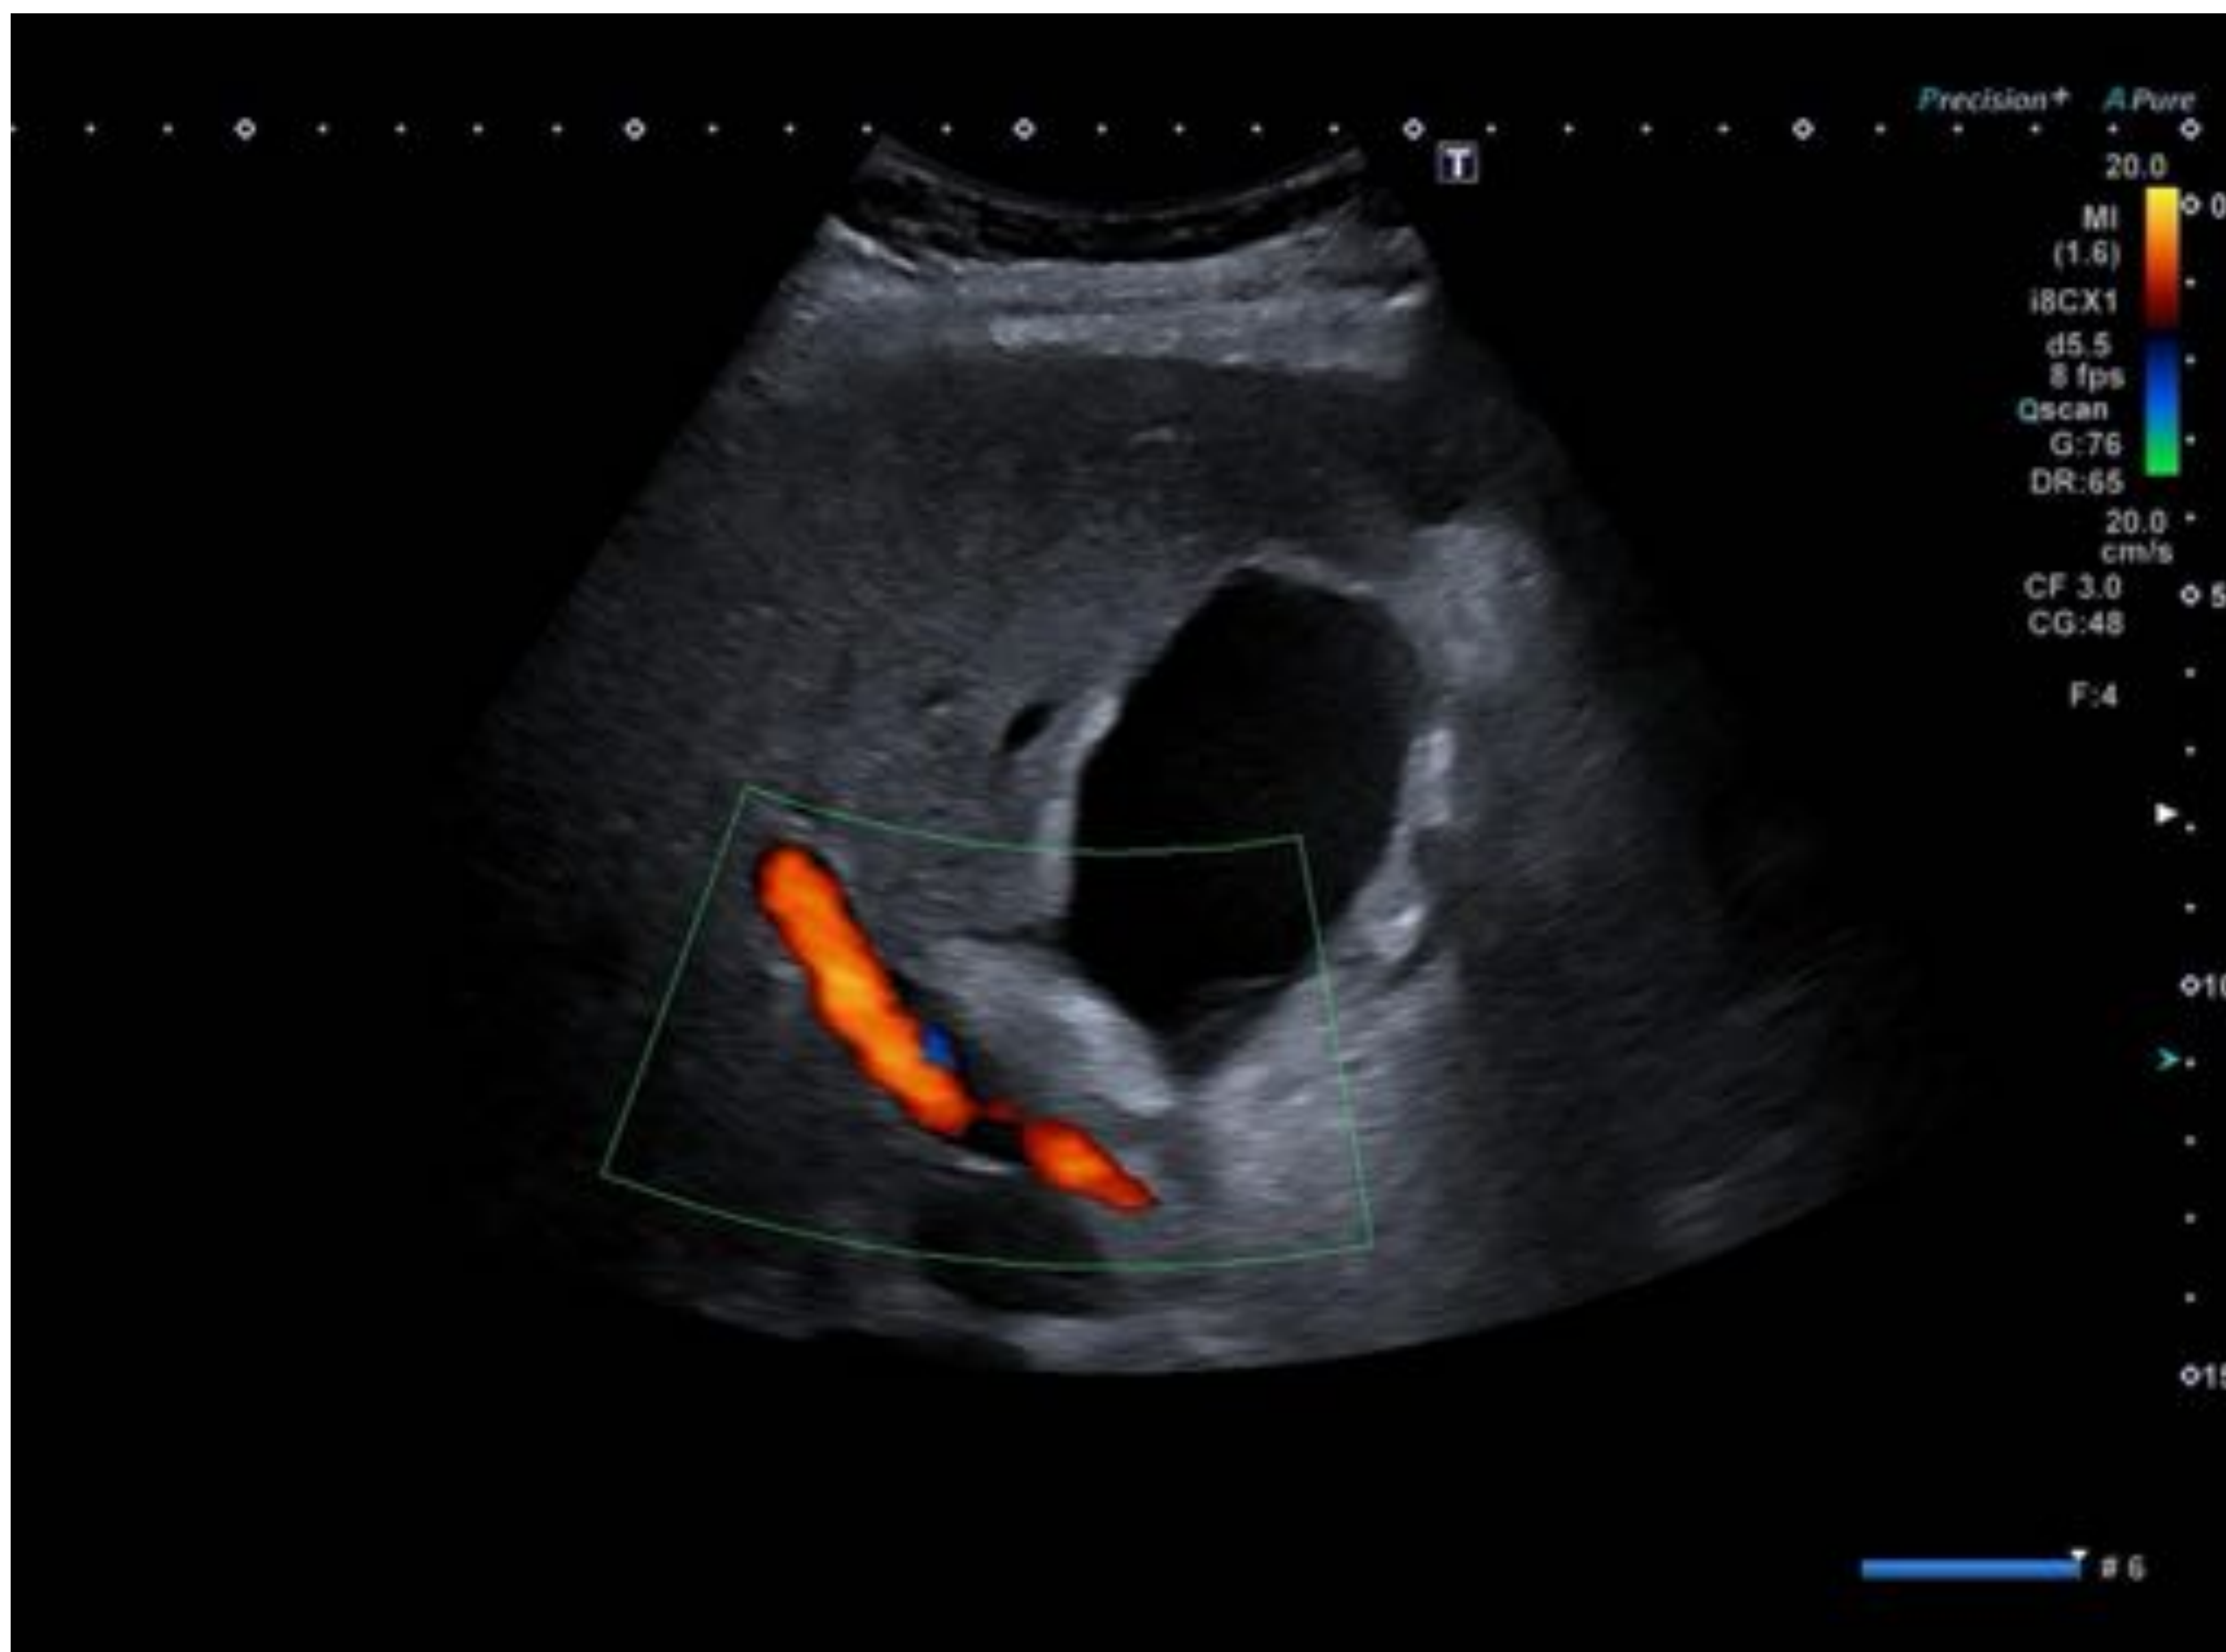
Trombosis a hepática.: Doppler con ausencia de visualización de la arteria.
